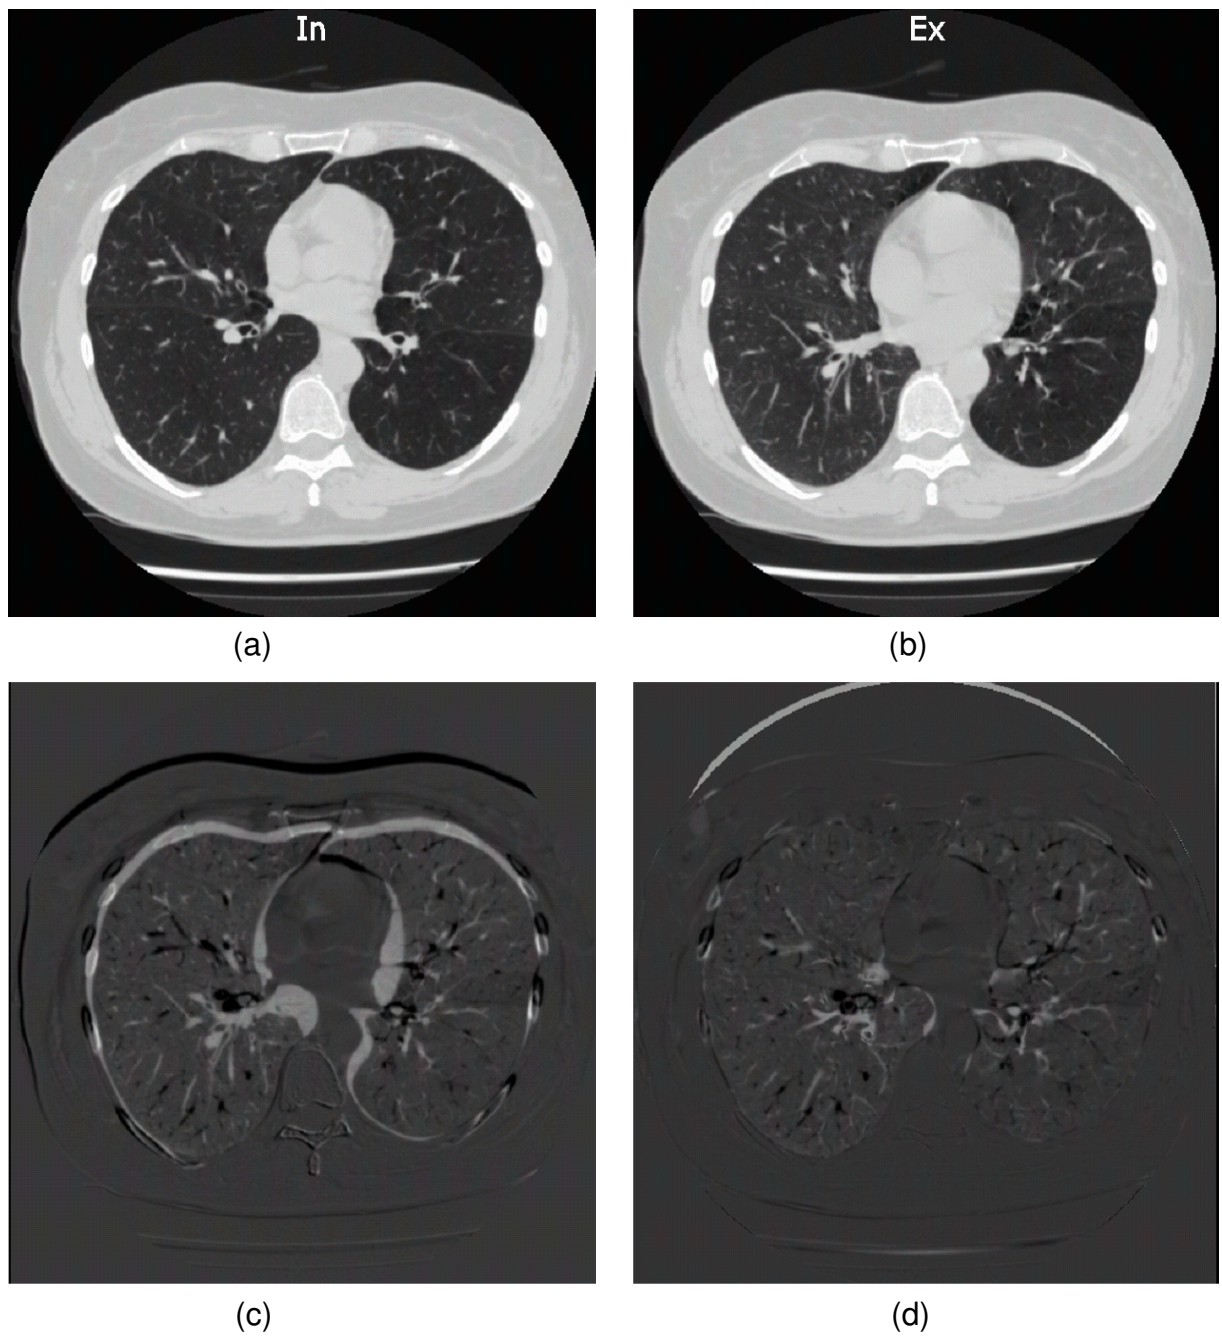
CT Bilddaten in (a) In- und (b) Expiration . Gegenüberstellung der Subtraktion (c) vor und (d) nach der Registrierung.
